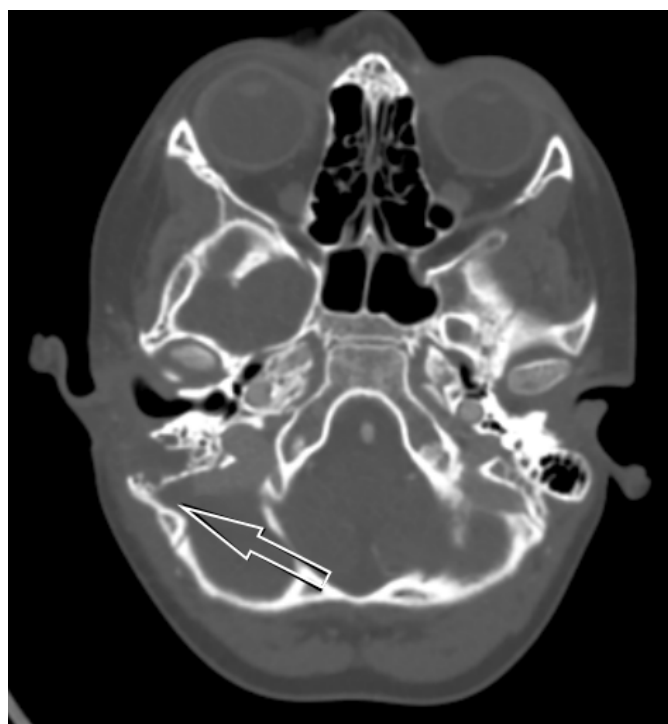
Компьютерная томография головного мозга с контрастированием пациента Л. через 14 дней лечения в ГБУЗ ТО «ОКБ № 2».
